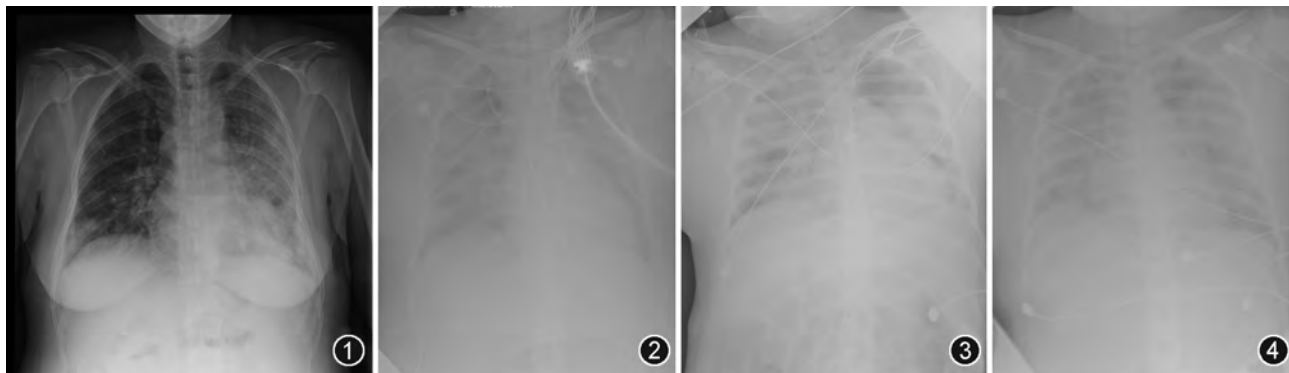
40岁,停经9个月余,自觉胎动7个月余,发现胎死宫内1d为主诉来院。4d前因感冒,最高体温达39℃,患者持续咳嗽、咯白色痰。入院当日行胸部X线检查,示双肺野内见多发模糊斑片、磨玻璃密度影,以左肺为著。图2 22岁,停经8个月,胎动4个月,发热1周,呼吸困难2d为主诉入院。1周前出现发热,予当地医院抗炎对症治疗后未见明显好转,2d前患者出现呼吸困难,咳嗽,咯白色黏痰,痰中带血丝,无恶心呕吐,不能平卧。入院当日行胸部X线检查,示双肺野内见多发模糊斑片、磨玻璃密度影(图2)。图3 图1患者入院后3d行床旁CR检查,大片状密度增高影、大范围肺实变、弥漫性病变、双肺受累、磨玻璃样改变等X线征象均较前严重,而且其病变范围扩大进展迅速,呈“白肺”改变。图4 图2患者。入院后3d行床旁CR检查,示双肺透亮度下降,呈“白肺”改变。
